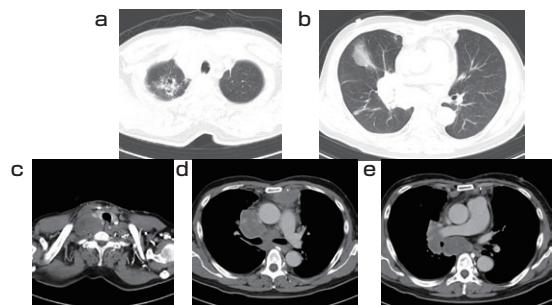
胸部造影CT (a,b) 肺野条件 (c - e) 縦郭条件
